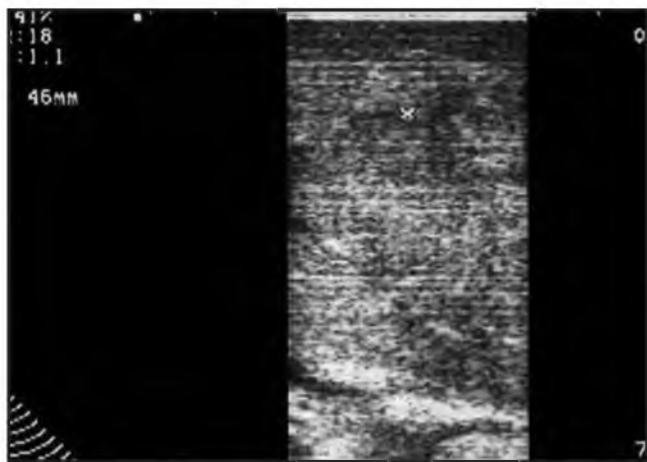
Гепатоцеллюлярный рак на фоне цирроза. Хирурги не могли пропальпировать границы опухолевого узла. При помощи ИОУЗИ произведена разметка границ резекции.
